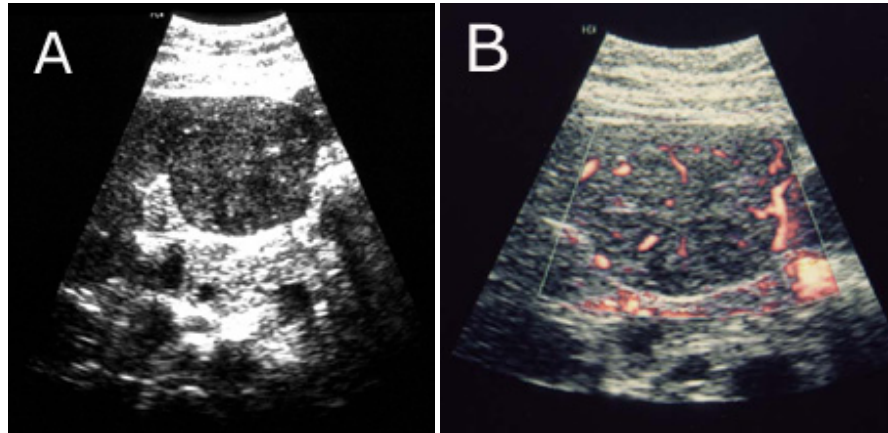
Ecografía abdominal: masa isoecogénica que sobresale del lóbulo izquierdo del hígado, que en el examen con Doppler color (B) muestra vascularización central y periférica en forma radiada. El aspecto ecográfico es inespecífico.
